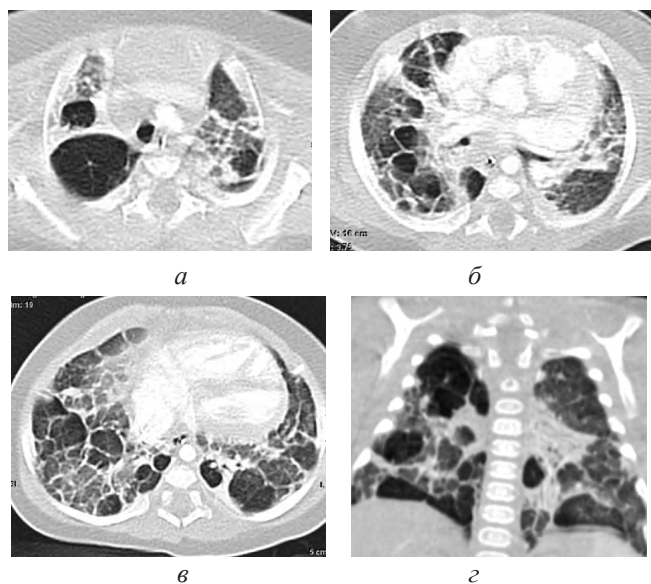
СКТ ОГК (*a, б, в* – аксіальні зрізи, *г* – фронтальний зріз) глибоконедоношеної дитини в віці 8 міс. життя з БЛД III ст.: *a-г* – симптом «стілникової легені», емфізематозні булли різного калібру, *г* – грубі фіброзні зміни з ознаками об'ємного зменшення нижньої частки лівої легені.
